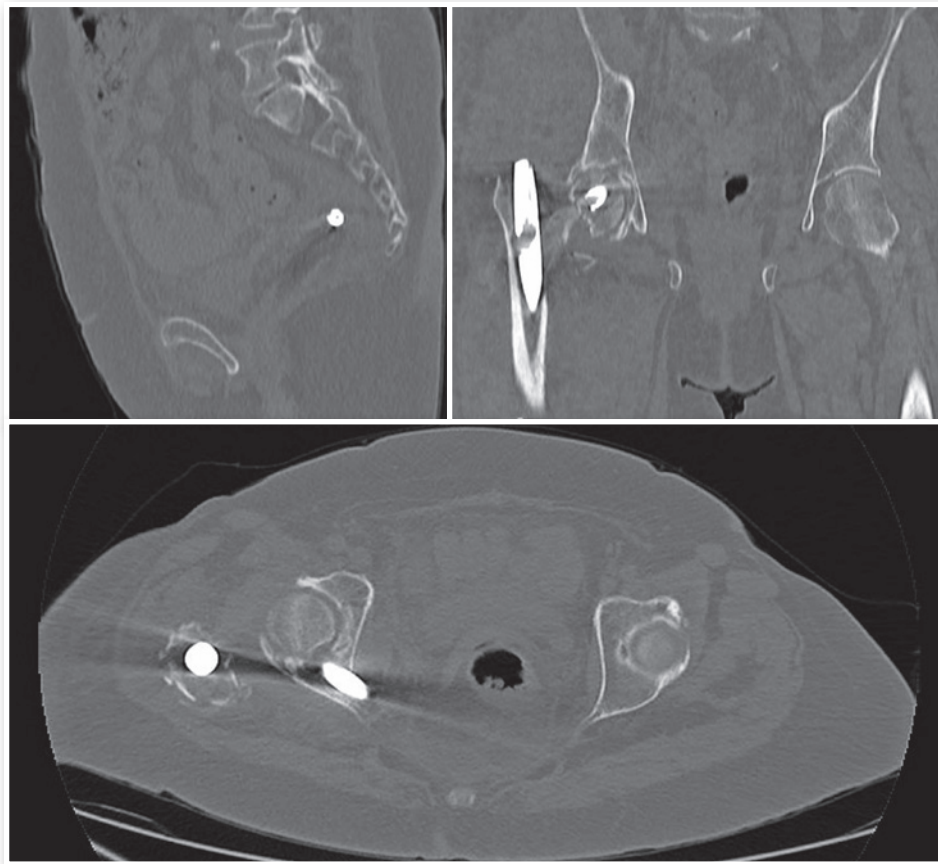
Tomografia da pelve evidenciando o parafuso cefálico medializado, transfixando o acetábulo.
